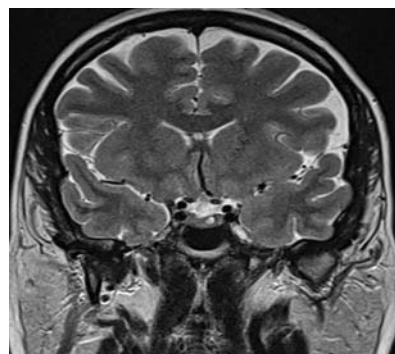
Хвора Н., 36 років. МРТ — T2 ЗЗ, зріз через турецьке сідло (корональна проекція). Гіперінтенсивна ендоселлярна кистозна мікроаденома гіпофіза.
